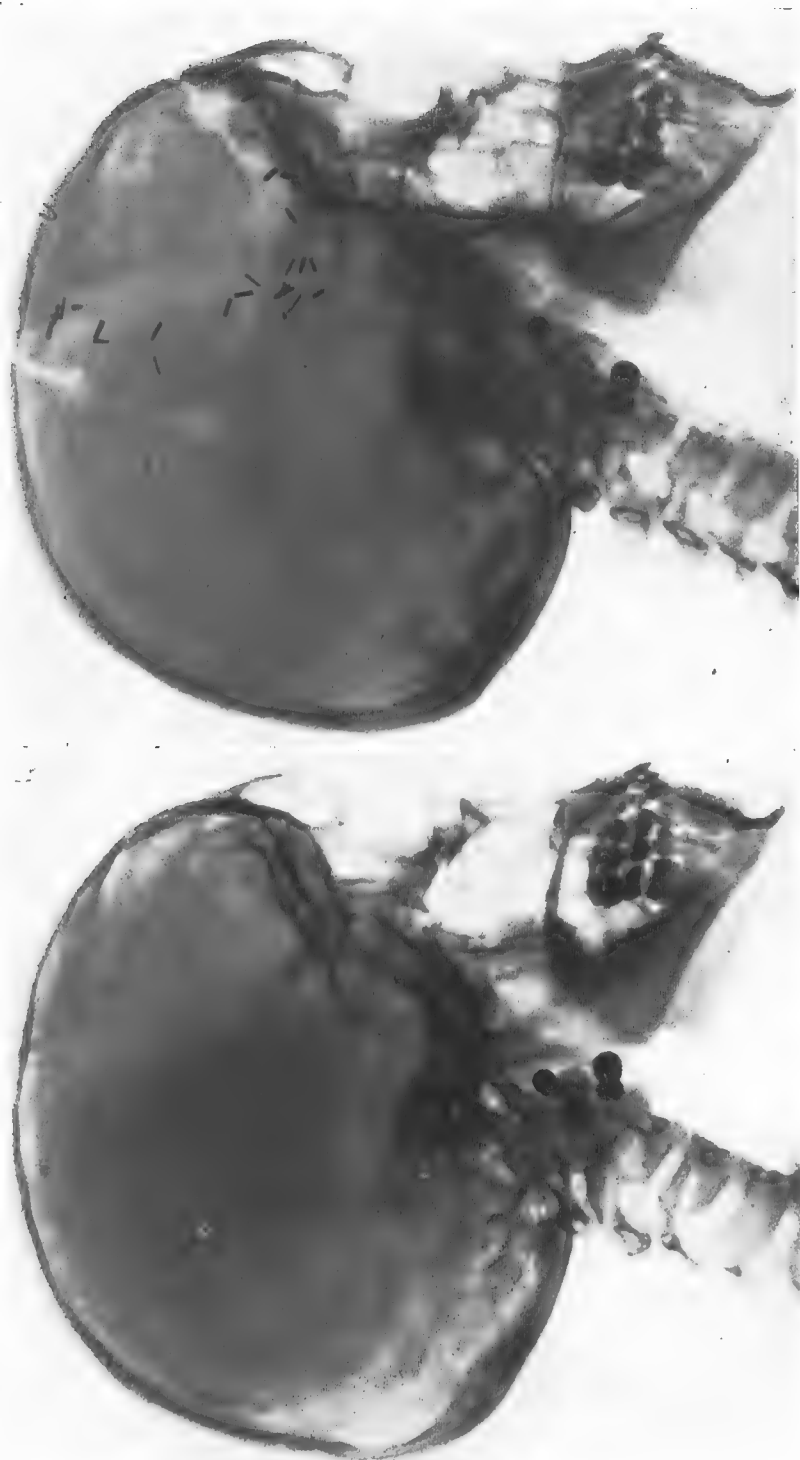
OBSERVATION II. — Radiographies de profil avant (à gauche) et après l'intervention (à droite). Les deux clips inférieurs sont placés sur les parois de la poche.
